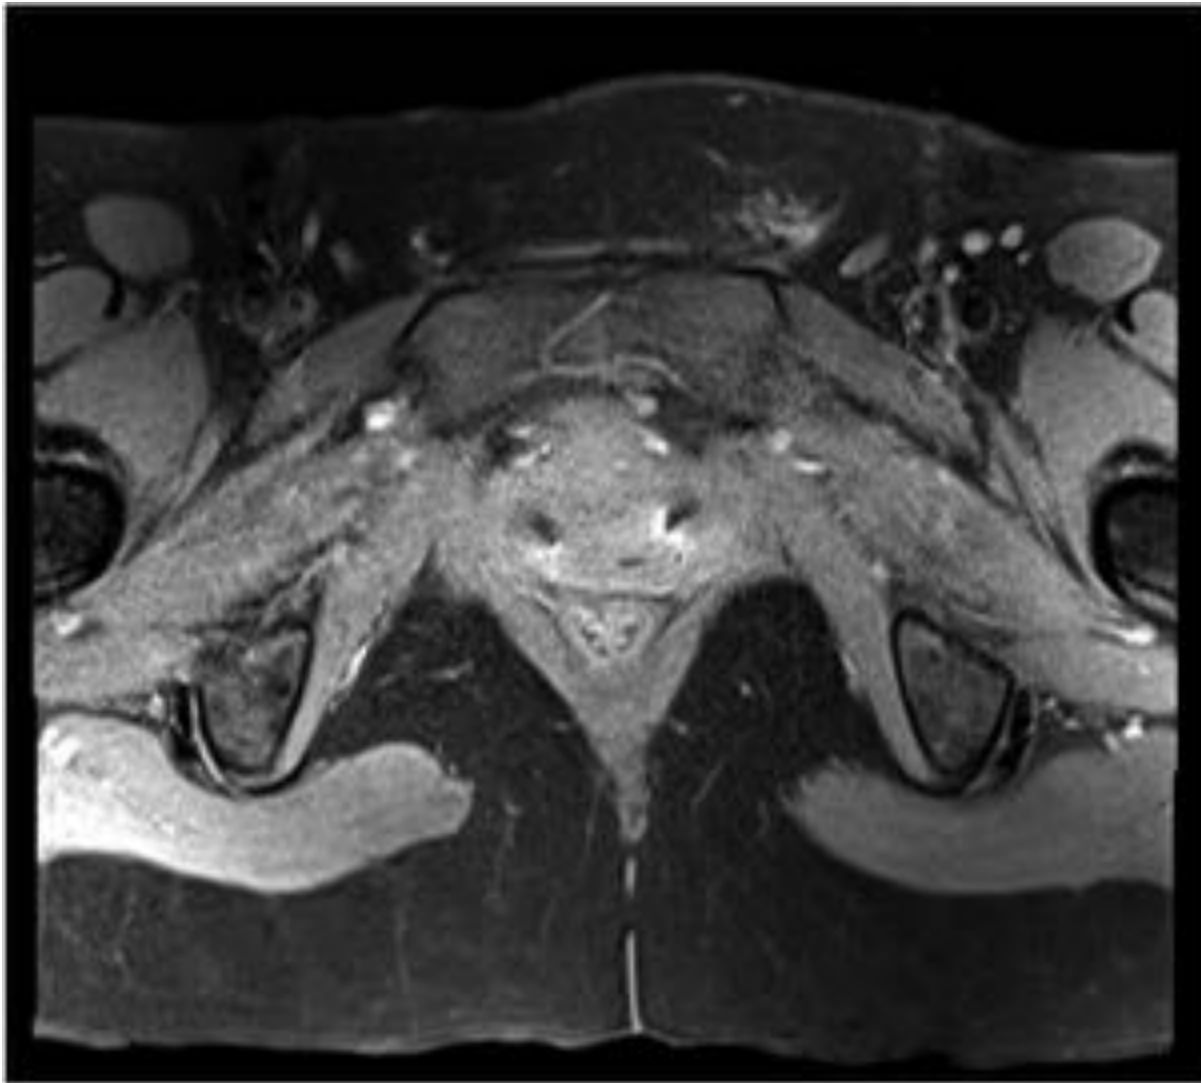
Mujer de 46 años, antecedentes de cirugías previas por endometriosis. Dolor en región inguinal izquierda de varios meses de evolución que relaciona con el ciclo menstrual. RM con lesión hiperintensa en T1 fatsat, superficial a la rama iliopúbica izquierda que asocia cambios inflamatorios y escaso líquido en el canal inguinal en corte coronal T2. Resecado posteriormente con resultado de implante endometriósico.
